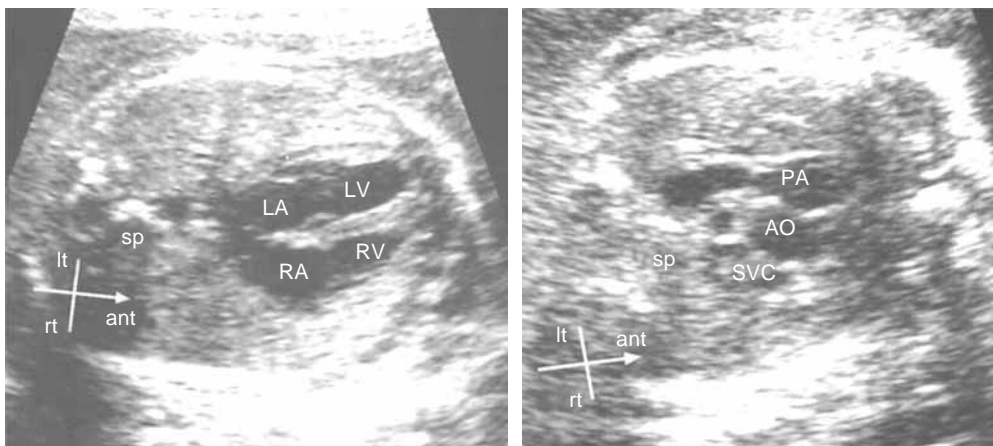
Fetal echocardiogram: normal heart (see text).
